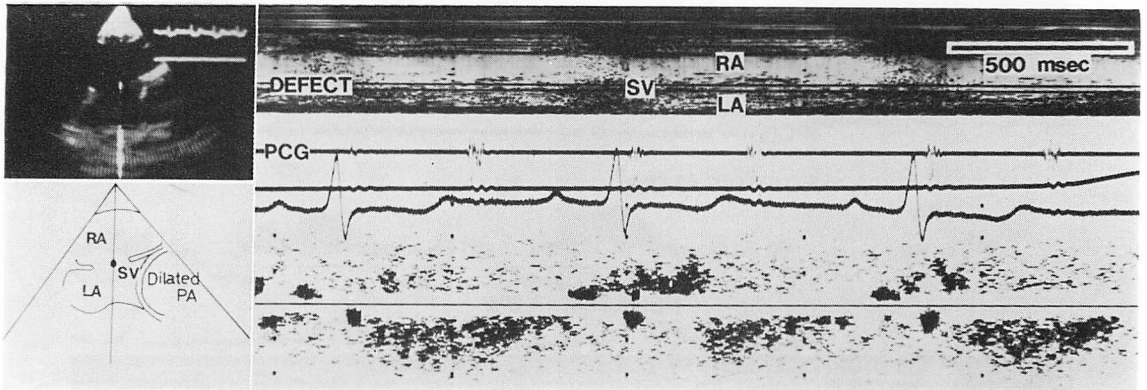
Doppler echocardiogram in Case 14 with Eisenmenger syndrome and tricuspid regurgitation.
